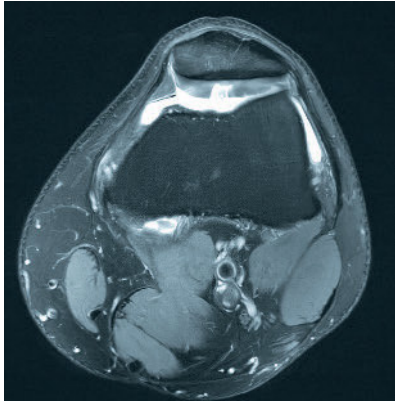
Retropatellarer Knorpelschaden im hochauflösendem 3 Tesla-MRT
